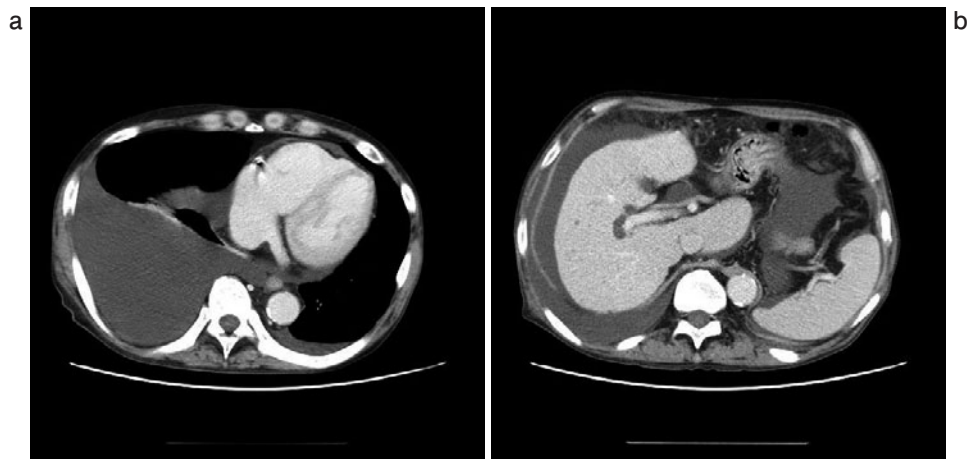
胸腹部造影CT所見。(a) 右側優位の両側胸水貯留を認めたと、明らかな肺内病変は認められなかった。(b) 腹水貯留、肝右葉の萎縮、肝左葉および尾状葉の腫大、脾腫を認めた。
